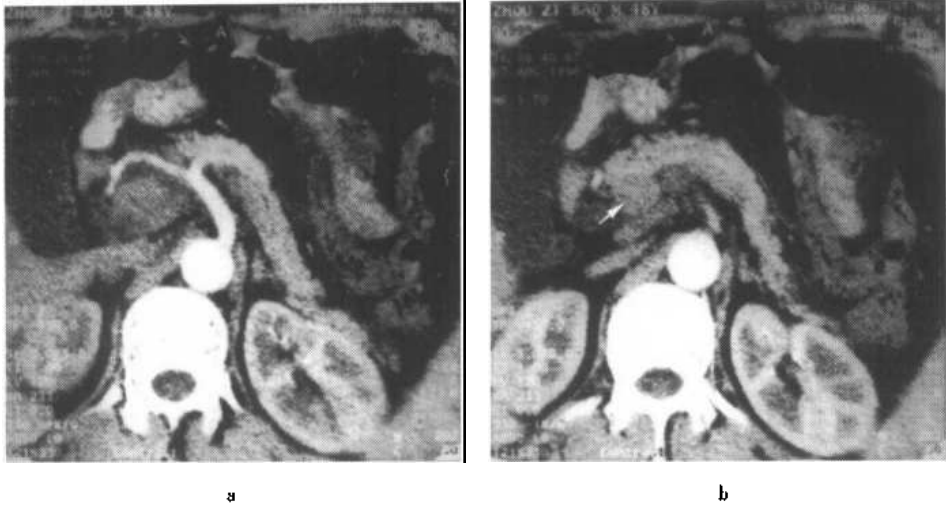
~c 胰腺螺旋 CT 肝动脉期扫描
